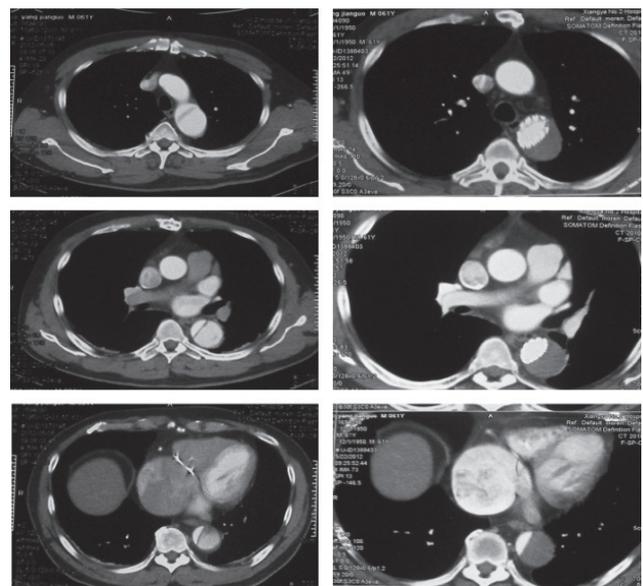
截瘫患者术前术后CT对比(左侧为术前, 假腔位于后方; 右侧为术后3 d复查, 支架段及支架段远端假腔迅速形成血栓)
